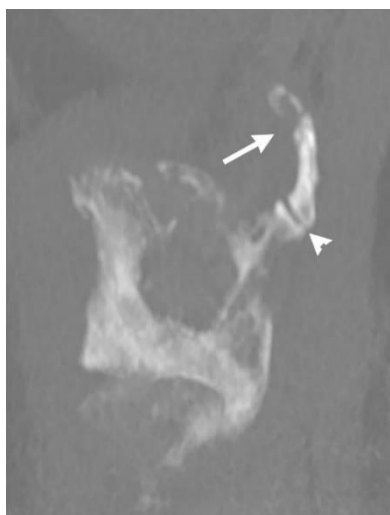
Vješanje, 26-godišnji muškarac. Trodimenzionalni volumen renderiran postmortem CT (Izvor: M. Garetier, L. Deloire, F. Dédouit, E. Dumousset, C. Saccardy, D. Ben Salem, Imagerie tomodensitométrique post-mortem du suicide)
